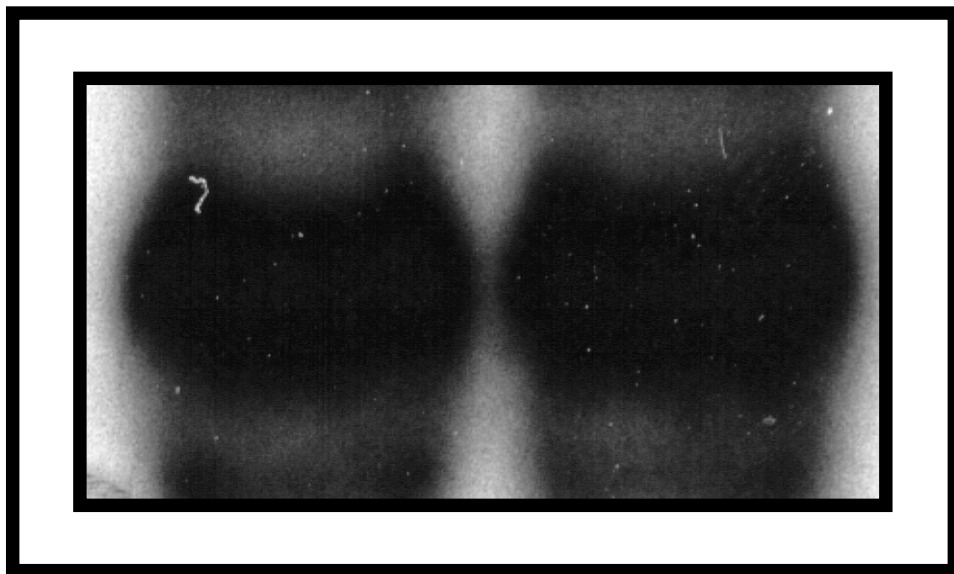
Eindeutige und starke Signale einer Osteokalzinproduktion in THO-Zellen der 15.- und 17. Passage im Röntgenfilm.*
